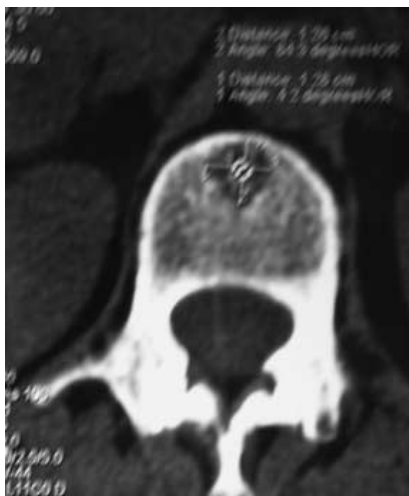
Больная Н., 56 лет. Обратилась с жалобами на боли в грудопоясничном отделе позвоночника. При клиническом обследовании определялась боль на уровне остистого отростка L1-позвонка. При компьютерной томографии выявлена гемангиома тела L1 позвонка.
